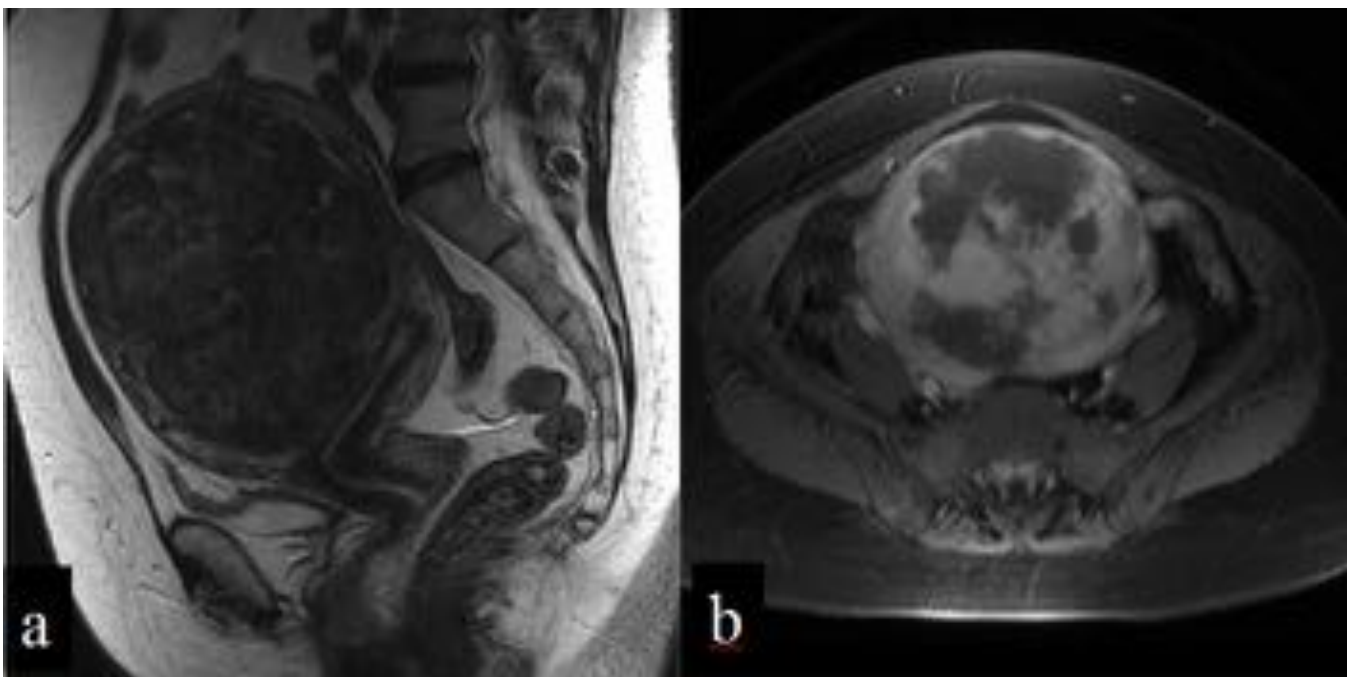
Fig 23. Mujer 45 años, masa abdominal de rápido crecimiento. RM pélvica con imagen sagital potenciada en T2 (a) e imagen axial T1 SPGR con supresión grasa tras contraste (b) que muestran una masa miometrial subserosa, con señal similar al miometrio, ligeramente heterogénea en T2 y con realce heterogéneo tras contraste con zonas hipocaptantes de contraste, que correspondían a áreas de degeneración hialina. El diagnóstico anatomo-patológico fue leiomioma con zonas de degeneración hialina.
